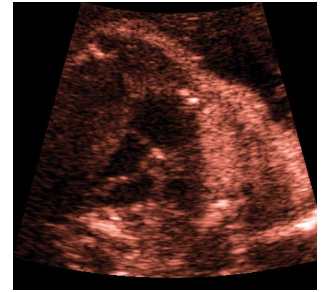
Imagen de tres vasos. a) Imagen modo B. b) Imagen doppler color.
